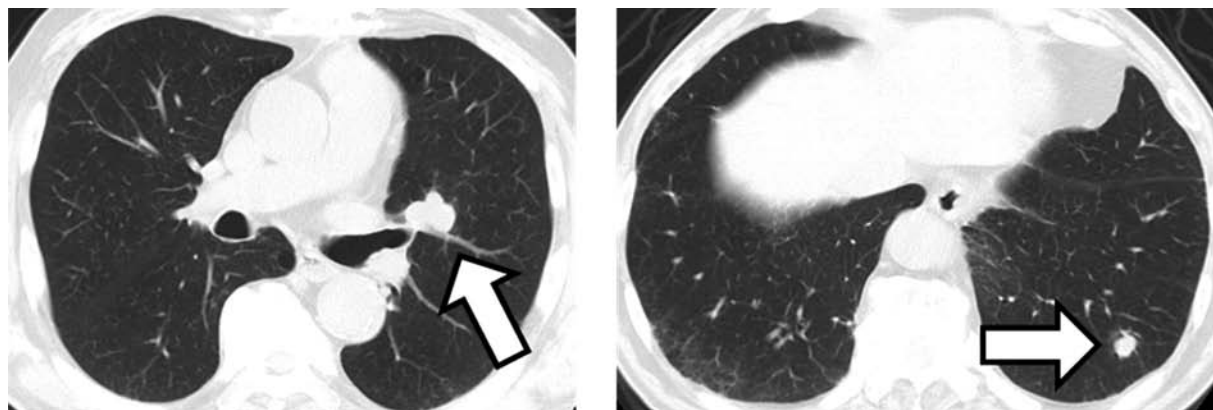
Chest CT showed lung metastases.
